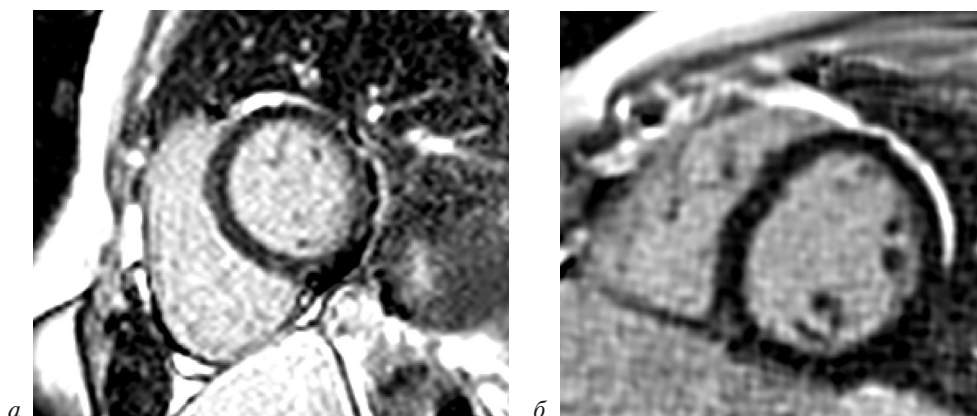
МР-томограммы PSIR с отсроченным контрастным усилением, короткая ось ЛЖ:
